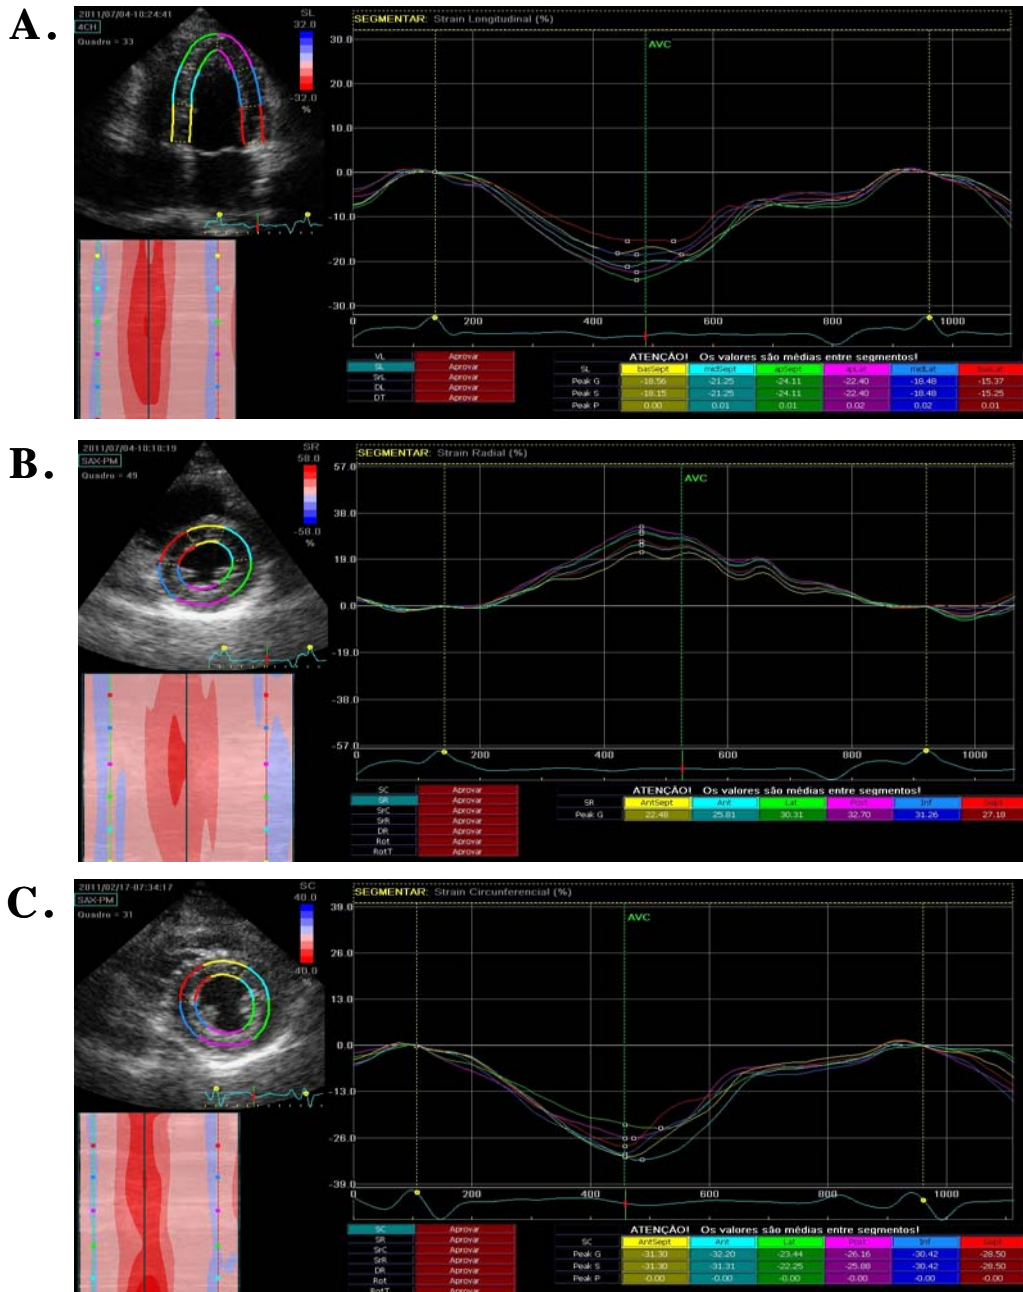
Curvas de deformação bidimensional. Cada curva representa um dos 6 segmentos do miocárdio visualizados em cada plano. Na abscissa está representada escala de tempo e na ordenada escala de percentual de deformação. Observe em A. curvas de deformação longitudinal obtidas em janela apical 4 câmaras, em B. curvas de deformação radial e em C. curvas de deformação circunferencial obtidas ao nível do músculo papilar. Notar que os valores de ϵ longitudinal e circunferencial são negativos e os de ϵ radial são positivos.
